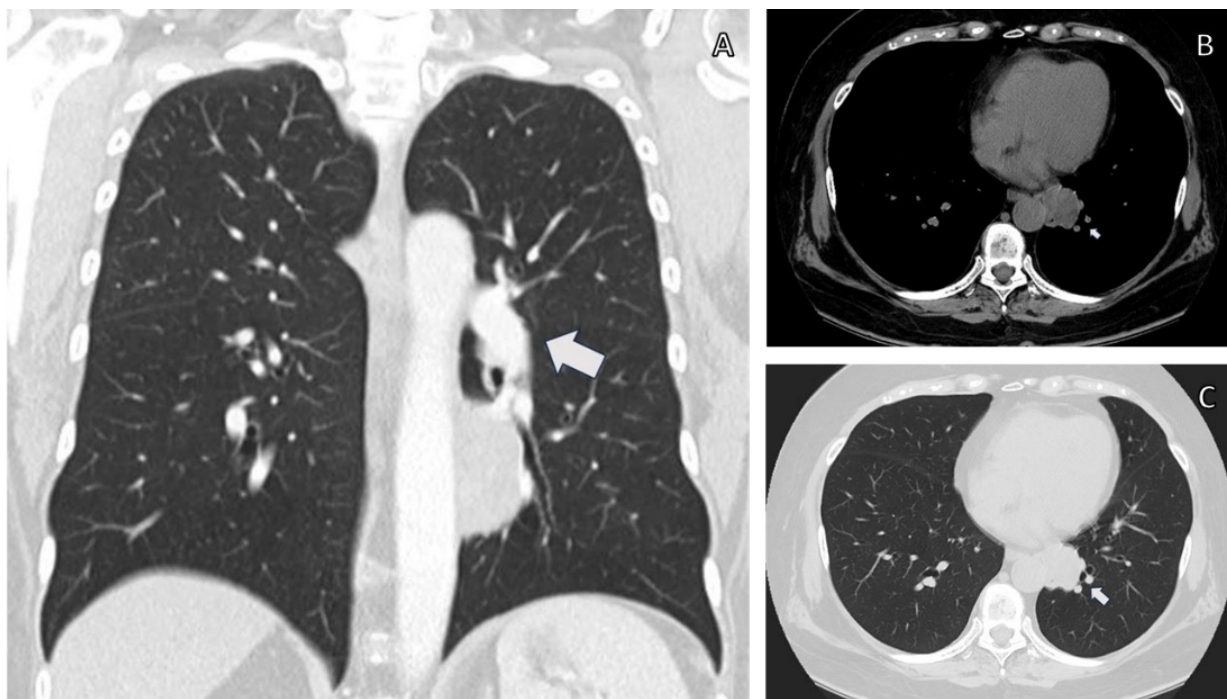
Tomografía computarizada de tórax del pulmón. Masa de 31 mm yuxtaaórtica lobulada en el lóbulo inferior izquierdo, sin adenopatías asociadas. A. Vista coronal, B. Vista mediastínica, C. Ventana pulmonar
